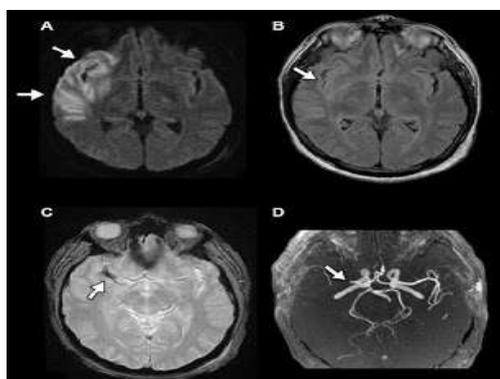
Protocole IRM comprenant les séquences diffusion (A), Flair (B), T2* (C) et angiographie IRM en temps de vol (D).
